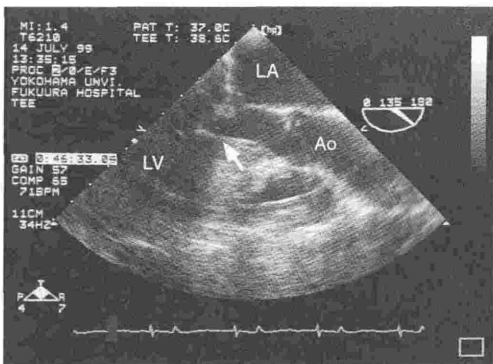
症例3の左室流出路狭窄を呈する断層心エコー図(経食道大動脈弁長軸断面)
